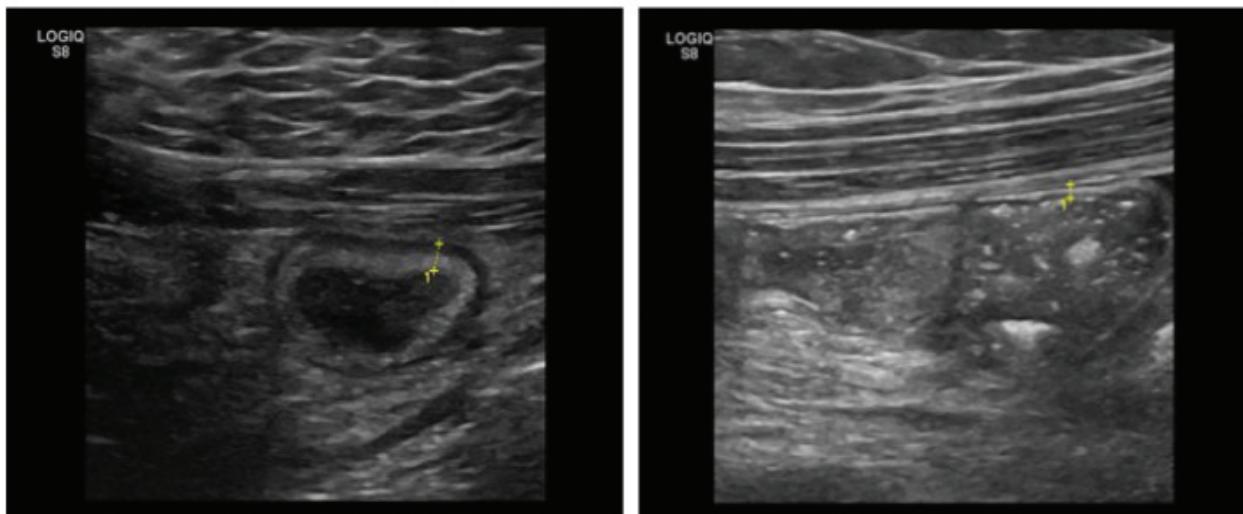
рис. 4. УЗИ-картина тонкой кишки через сутки после введения Икатибанта
